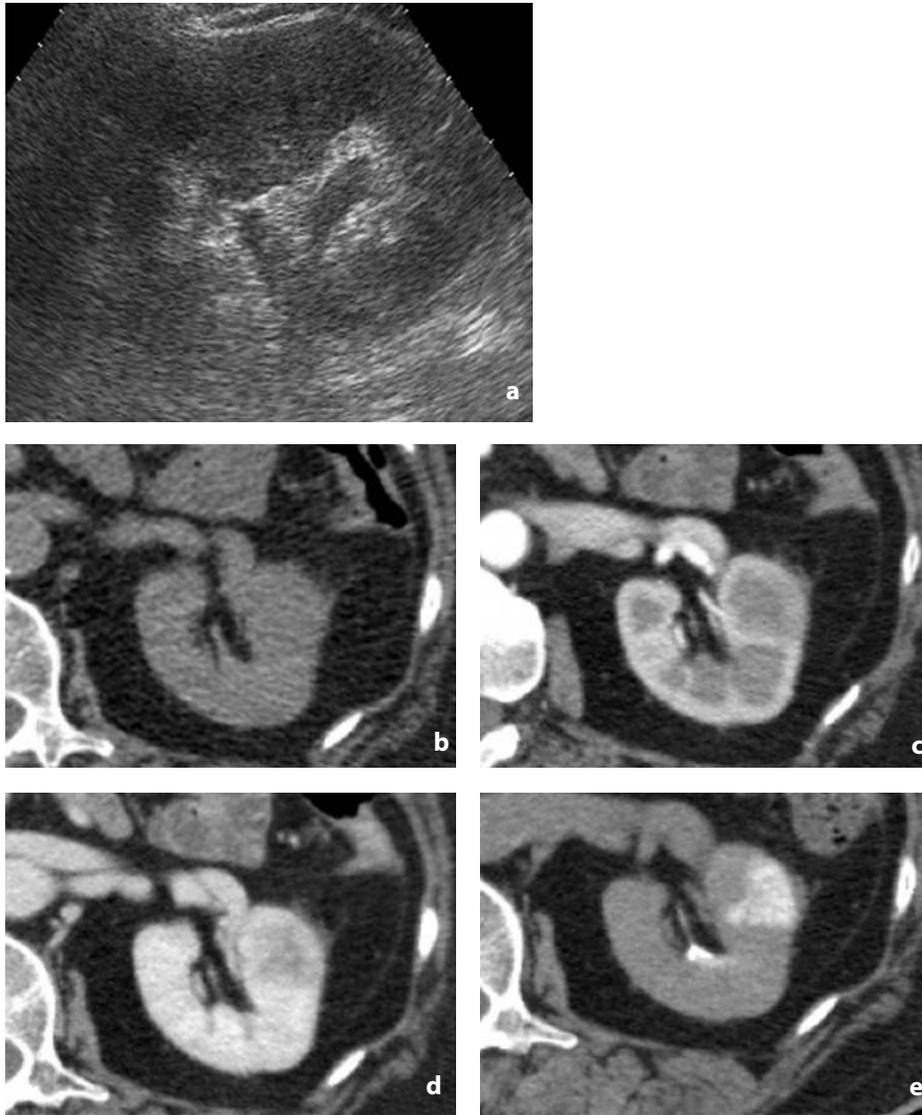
Ecografia e TC con mdc. Pielonefrite acuta focale. a All'esame ecografico, modesta bozzatura del profilo in corrispondenza di un'area ipoecogena a margini sfumati. b All'esame TC diretto, tumefazione lievemente ipodensa, sfumata, con striatura del grasso perirenale. c-d Dopo iniezione di mezzo di contrasto, in fase corticale si identifica con difficoltà la presenza di un'area ipodensa (c), ben evidente, invece, in fase parenchimale (d). e In fase ritardata a tre ore, all'area prima ipodensa corrisponde un'iperdensità dovuta a nefrogramma ritardato, conseguente all'edema del tessuto e all'ostruzione tubulare
